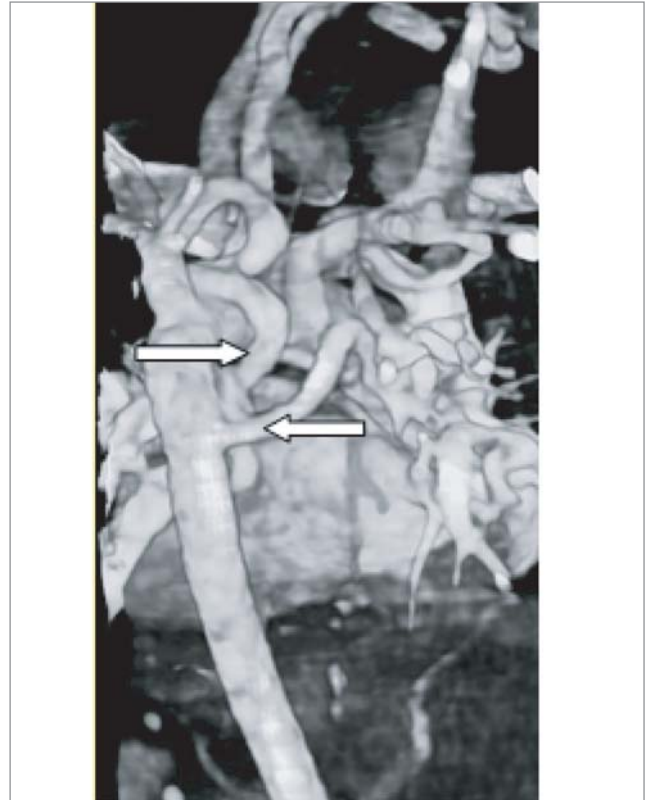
Атрезія легеневої артерії з великими аорто-легеневими колатераліями (стрілки). КТ-ангіографія. VRT-реконструкція
